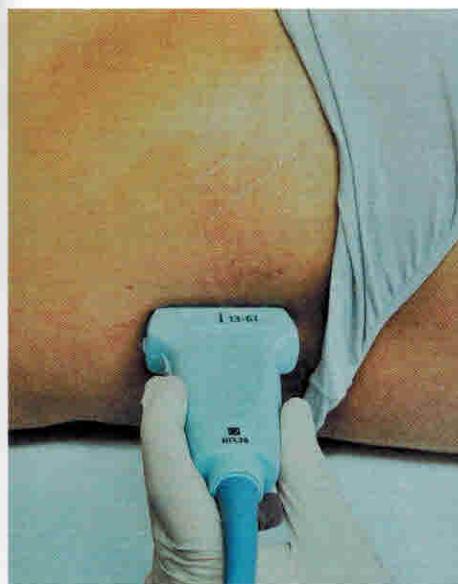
Положение датчика — продольное, на уровне средней трети линии. КТ-срез на уровне середины ягодичной области
